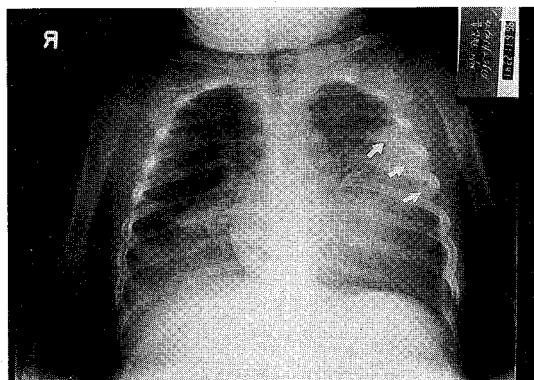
Chest X-ray findings of case 5(serotype 7). Initial chest AP demonstrates homogeneous consolidations in BLL and LUL lingular segment. Associating pleural effusion is seen in left lateral pleural space(arrows).
